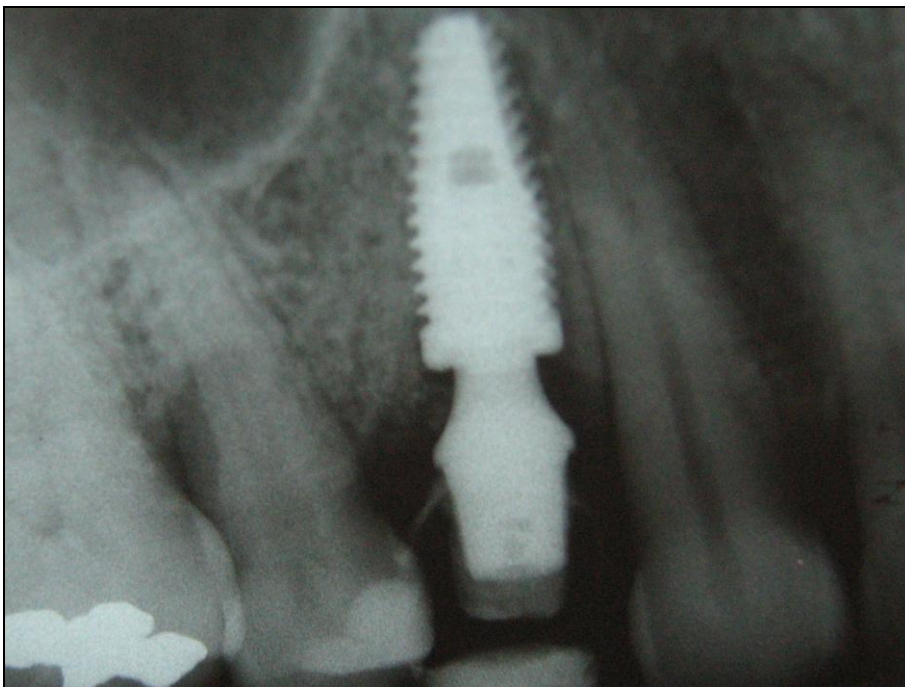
Radiografia periapical após 6 meses mostrando manutenção de 2 mm de crista óssea sobre a cabeça do implante
